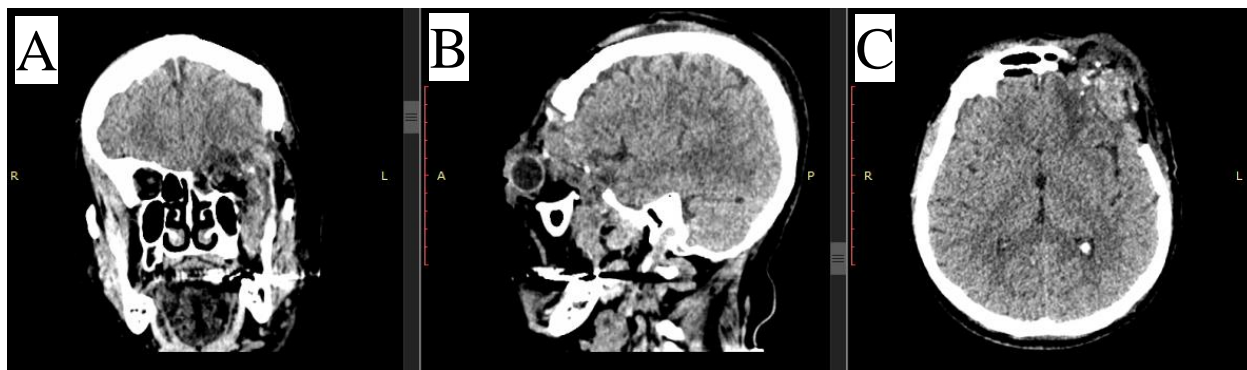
Контрольная КТ головного мозга (1 сутки после хирургического лечения) в коронарной (А), сагиттальной (В) и аксиальной (С) и проекциях (И/б 19161/С2021)
